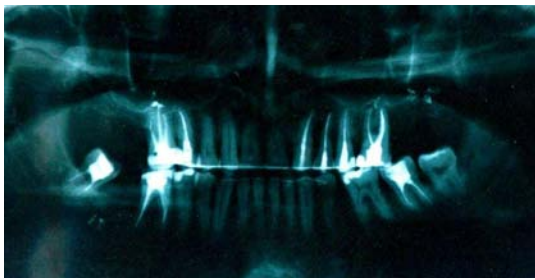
Ортопантомограмма пациента Н. через 3 мес после лечения
